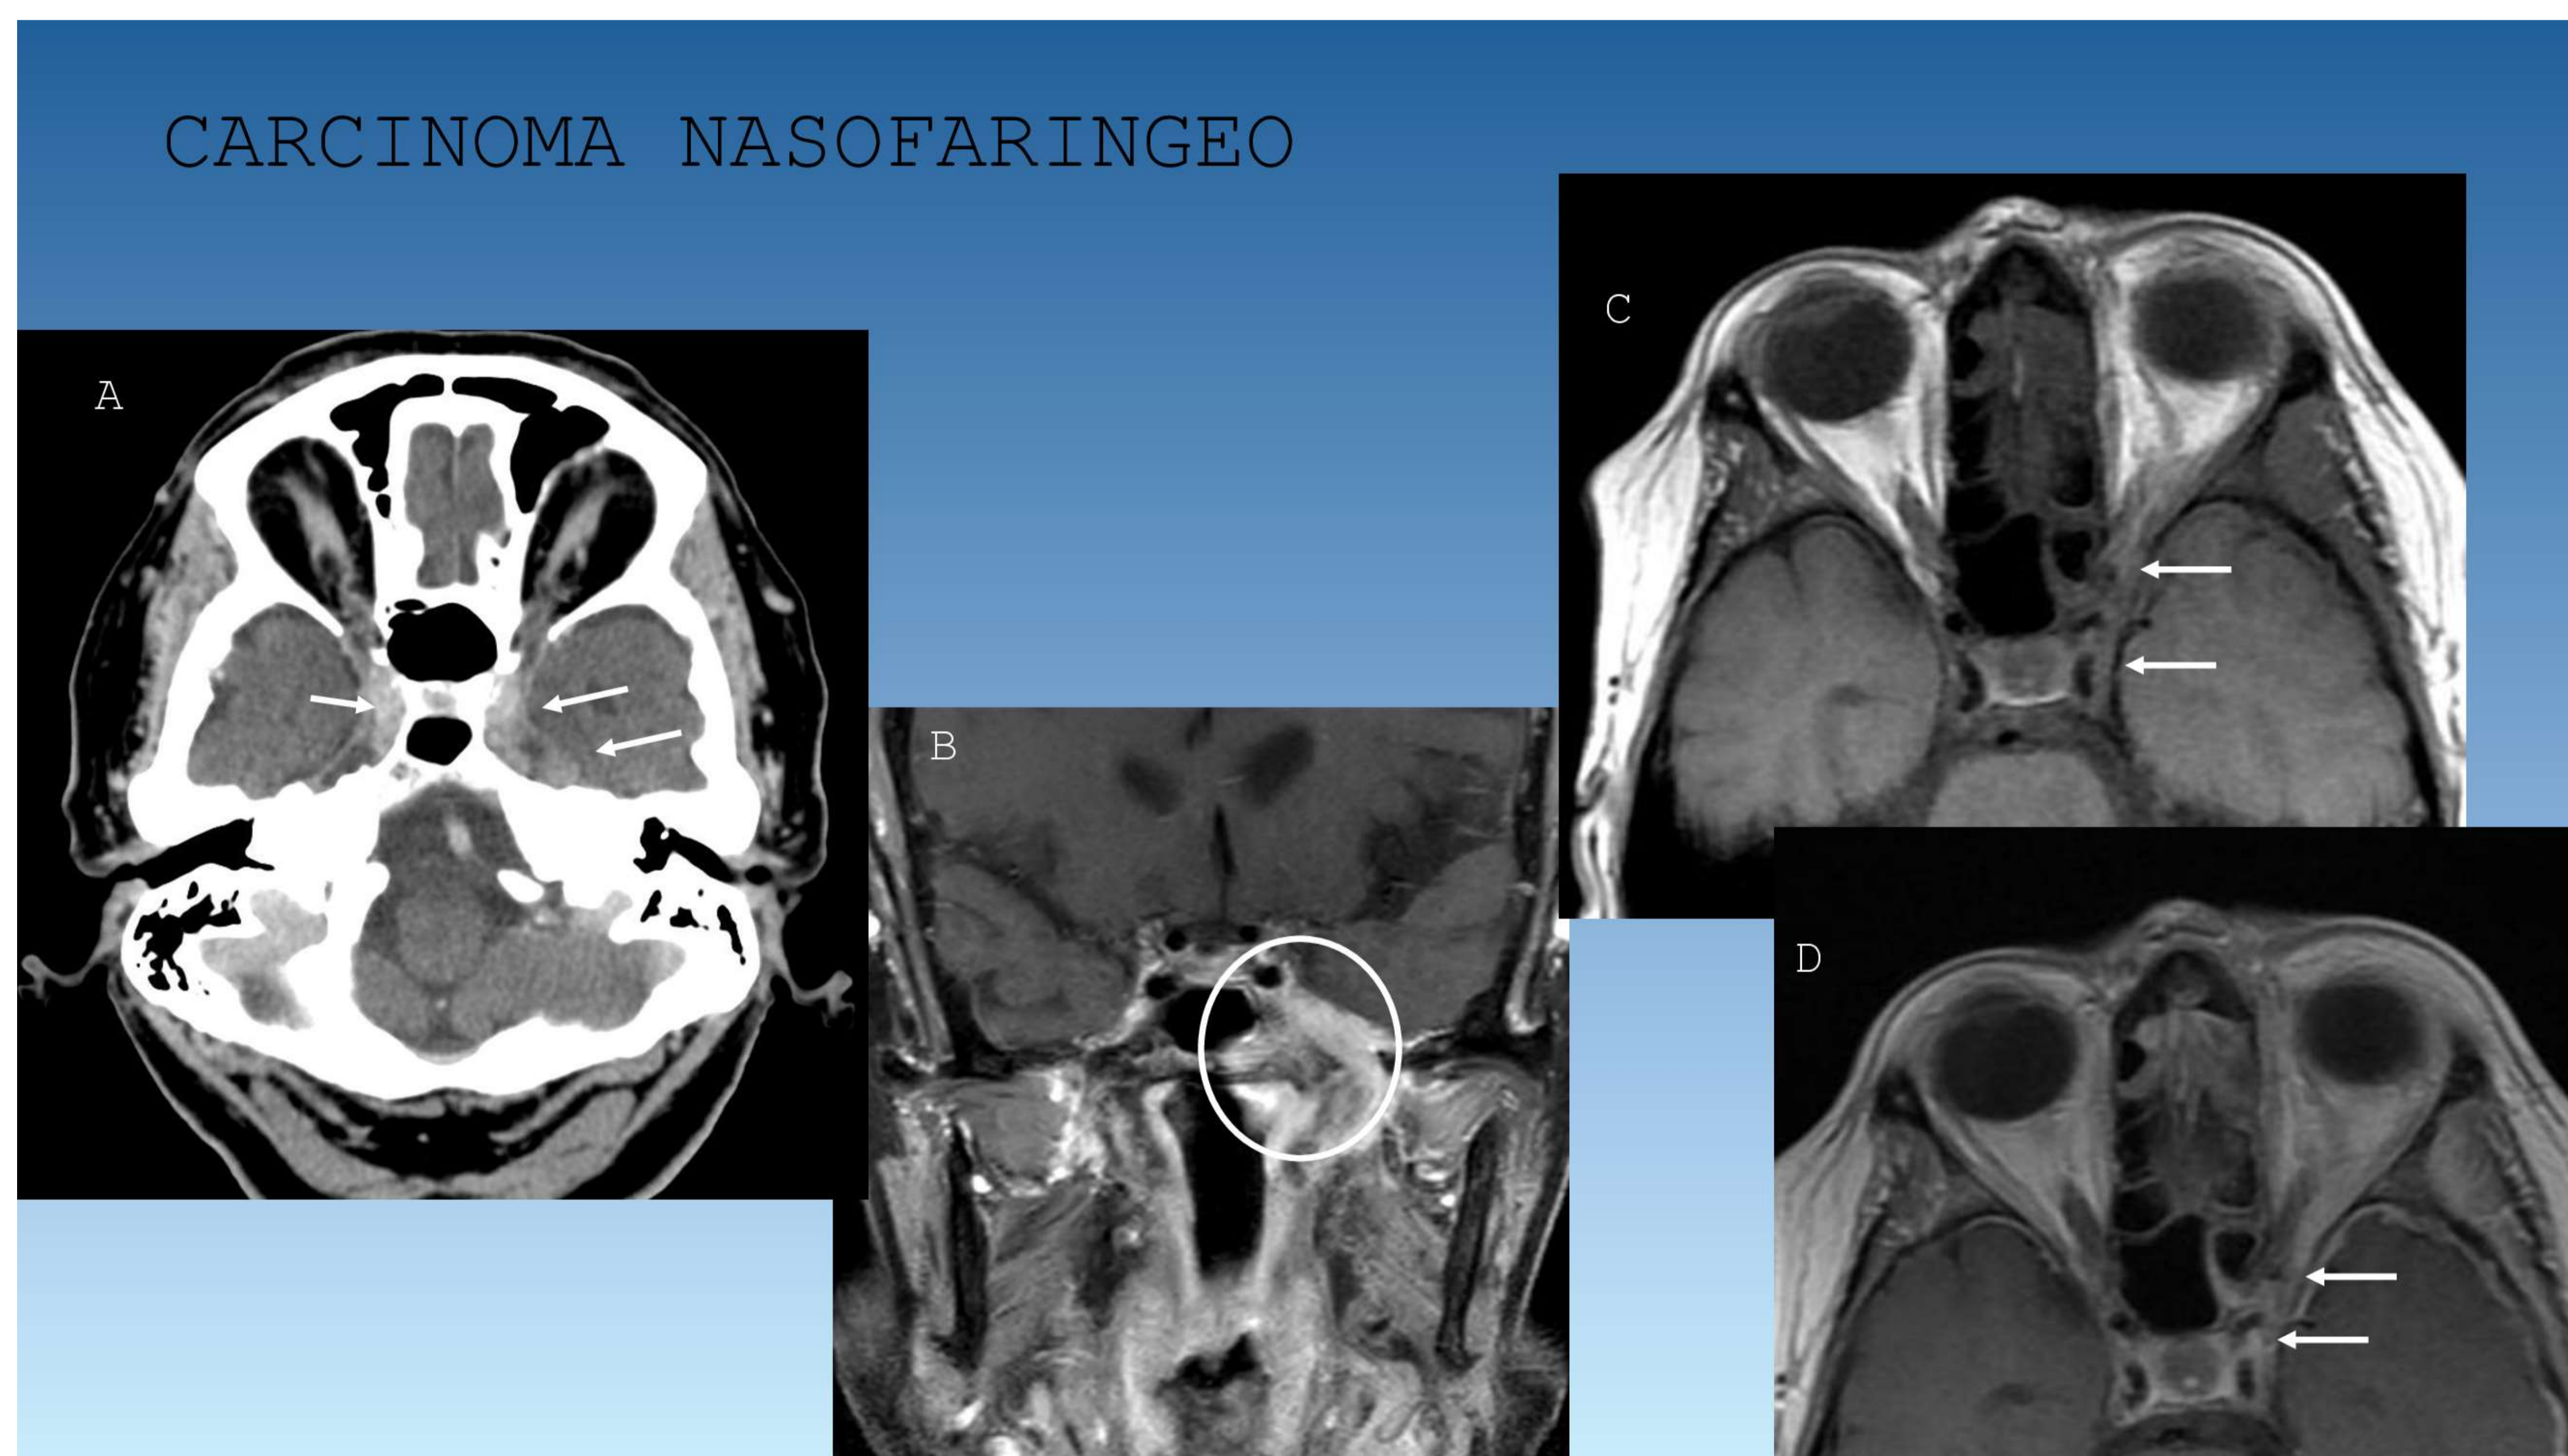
Carcinoma nasofaríngeo con invasión directa (flechas blancas) de ambos SC y de la cisterna del cavum de Meckel izquierda en TAC con CIV (A). B-Imagen coronal de RM SE T1 fat-sat con CIV mostrando los mismos hallazgos así como infiltración ósea y diseminación perineural por V3 a través de foramen ovale. C (RM SE T1 basal) y D (CIV) - Otro caso de carcinoma nasofaríngeo con extensión a ápex orbitario y a SC izquierdo (flechas blancas) por diseminación perineural.
